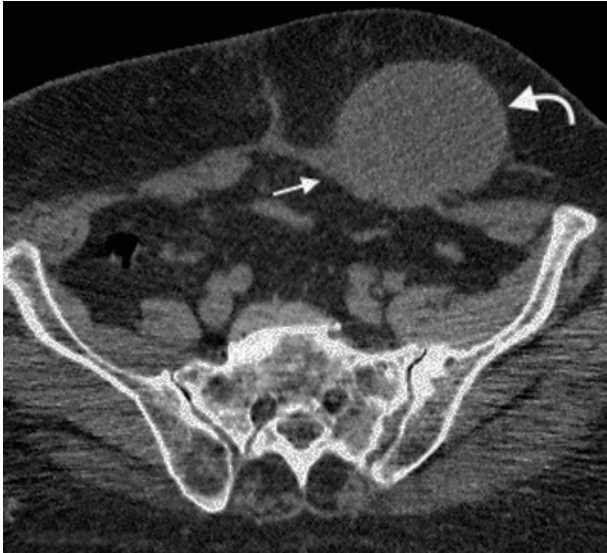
Tomografía computada multidetector en plano axial de hernia de Spiegel de un implante secundario en la pared abdominal (flecha curva). Se muestra como referencia el músculo recto anterior del abdomen (flecha recta).
